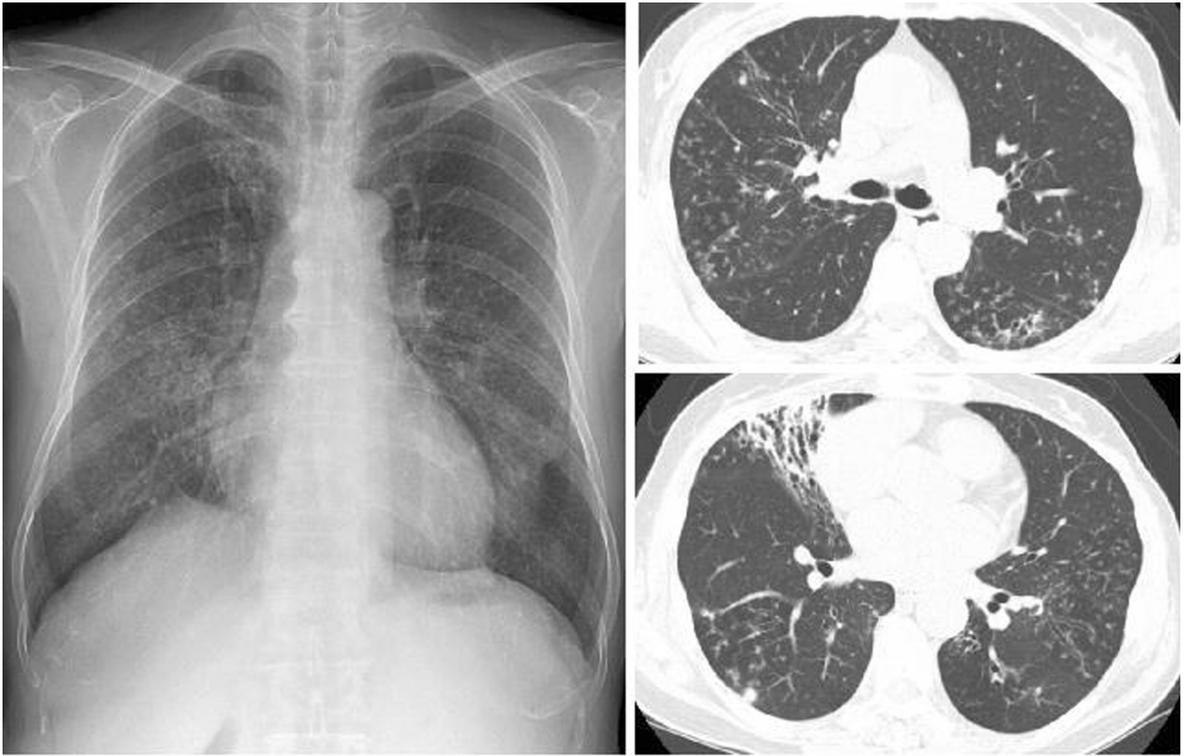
M. abscessus* pulmonary disease in a 60-year-old woman. Chest radiograph shows multifocal patchy areas of small nodular clusters in both lungs. Transaxial lung window CT images (2.5mm section thickness, 70 mA) show bronchiectasis and small centrilobular nodules or tree-in-bud opacities in the both lungs, especially in the right middle lobe. Also note bronchiolitis of small centrilobular nodules and tree-in-bud opacities in both lower lobes.
